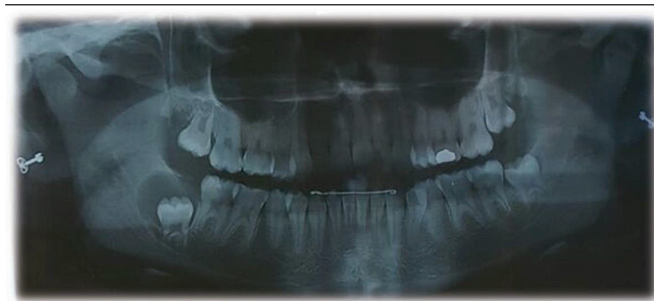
Radiografia panorâmica evidenciando área radiolúcida ao redor do dente 48
